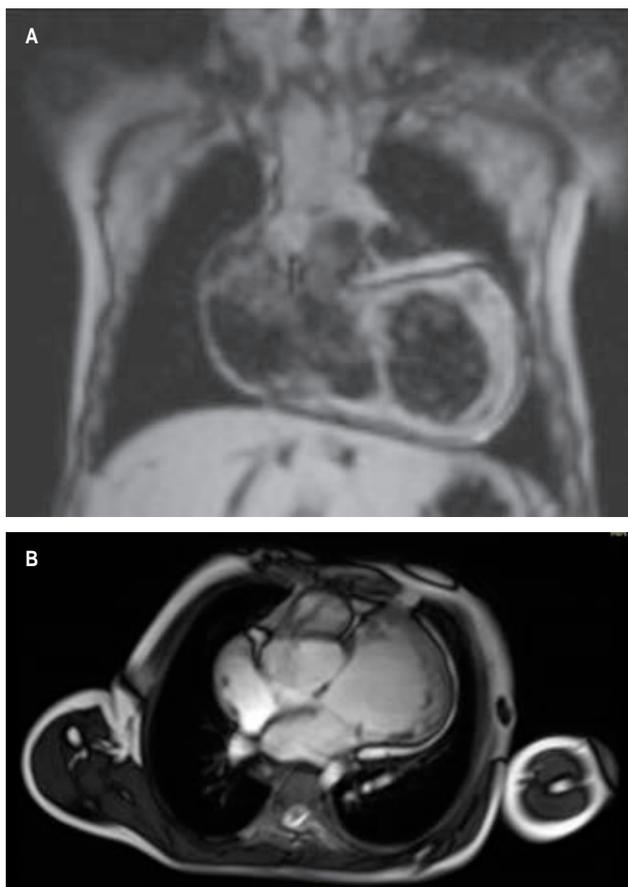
Resonancia magnética cardíaca.
